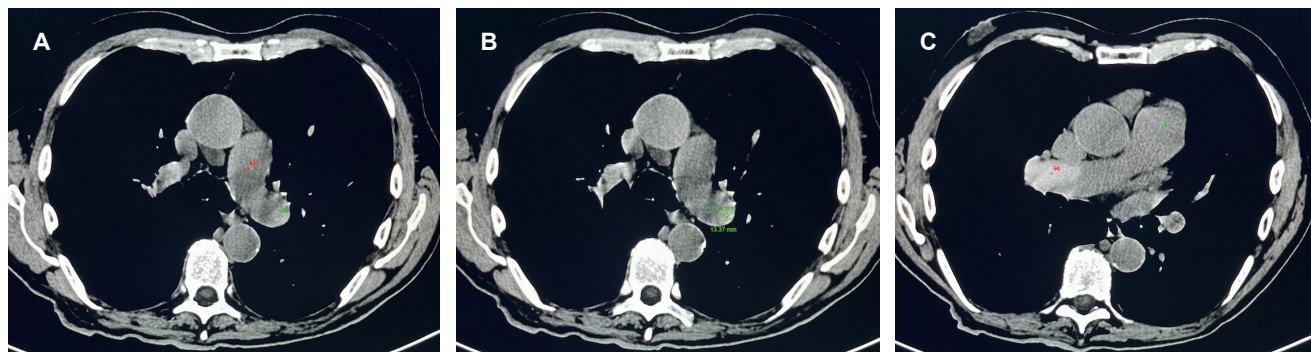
A-C) Selección de imágenes del estudio de tomografía computarizada en fase simple en las que se delimita el signo intraluminal del defecto hiperdenso, ya que en topografía intraluminal de la rama pulmonar derecha se observa una imagen homogénea, con medidas de 2.4 × 4.2 cm, central y que oblitera en su totalidad la luz, de mayor densidad, con coeficiente de atenuación de 99 UH al compararse con el contenido intraluminal vascular de 58 UH intraluminal.
